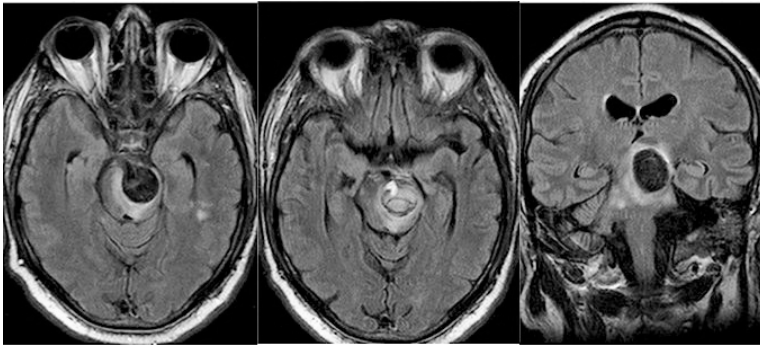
RMN que muestra hiperseñal en el tronco cerebral en secuencia FLAIR observado dos días después del tratamiento de un aneurisma basilar con FD y coils adyuvantes
